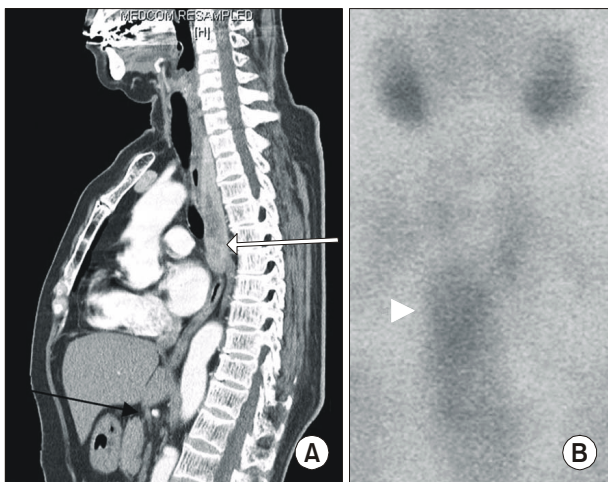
(A) Chest CT shows that about 12 cm sized elongated mass is noted at the periesophageal and posterior mediastinum (arrow). (B) MIBI scan shows abnormal uptake in the posterior mediastinum (arrow head).
